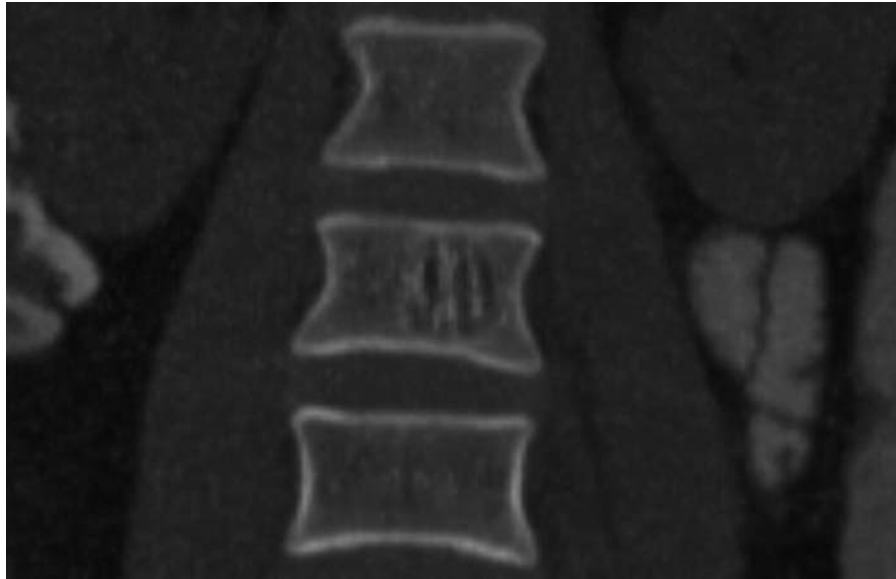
Paciente femenino de 35 años con diagnóstico de cáncer uterino. Reconstrucción coronal de TC, en la que se visualiza una lesión a nivel del cuerpo vertebral compatible con hemangioma intraóseo, conformando el signo de las barras de cárcel.
